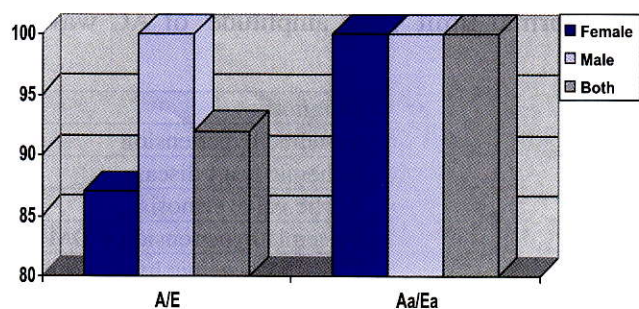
Comparison of accuracy of diagnosis using A/E (traditional Doppler) and Aa/Ea (TDT) measurements of the mitral valve in Group B.
